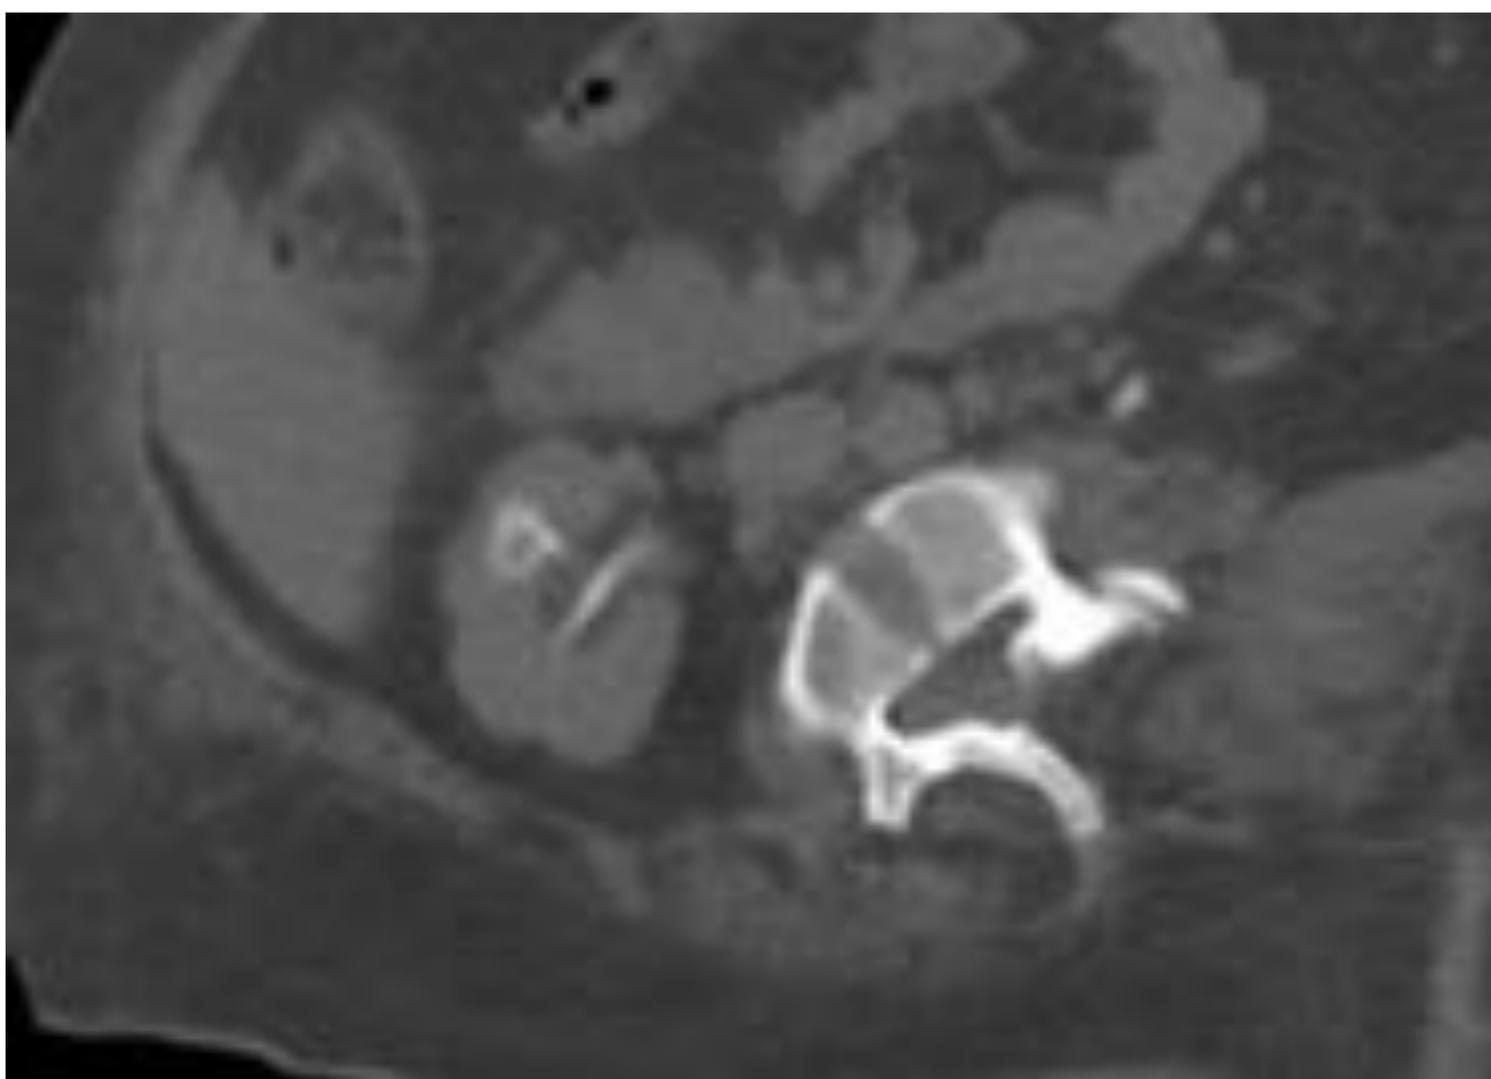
Corte axial de TC abdominopélvica en fase excretora que muestra un defecto de replección rodeado de contraste en el cáliz superior compatible con papila desprendida por necrosis papilar.
